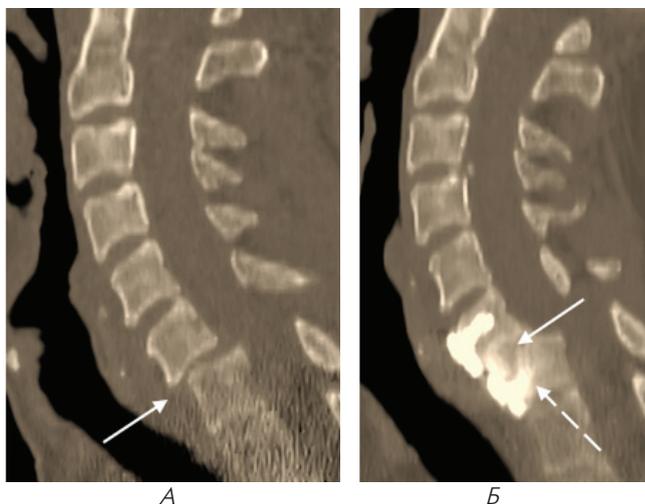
КТ шейного отдела позвоночника, сагиттальная реформация, больного с рецидивом вывиха С6 позвонка, дислокаций фиксирующей пластины: а – КТ перед операцией, травматический вывих С6 позвонка (Тип С2) (стрелка); б – КТ через 97 суток после дискэктомии С6-С7, спондилодеза аутокостью и титановой пластиной. Костно-фиброзный блок на этапе формирования (стрелка), отмечается выраженное нарастание кифотической деформации и перелом винтов в теле С7 позвонка (пунктирная стрелка)
